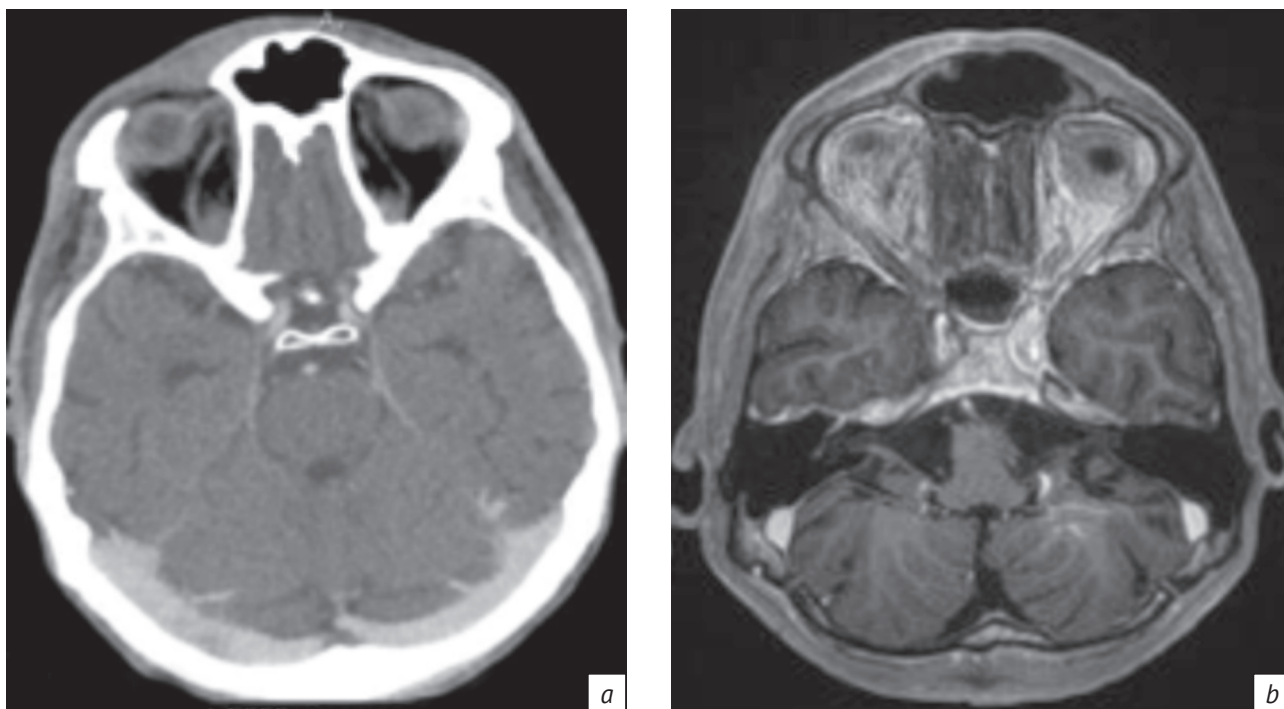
РКТ-изображение в аксиальной плоскости (а): тромбоз правой верхней глазничной вены. МРТ-изображение в режиме Т1-ВИ в аксиальной плоскости после внутривенного введения контраста (б): тромбоз правого кавернозного синуса
